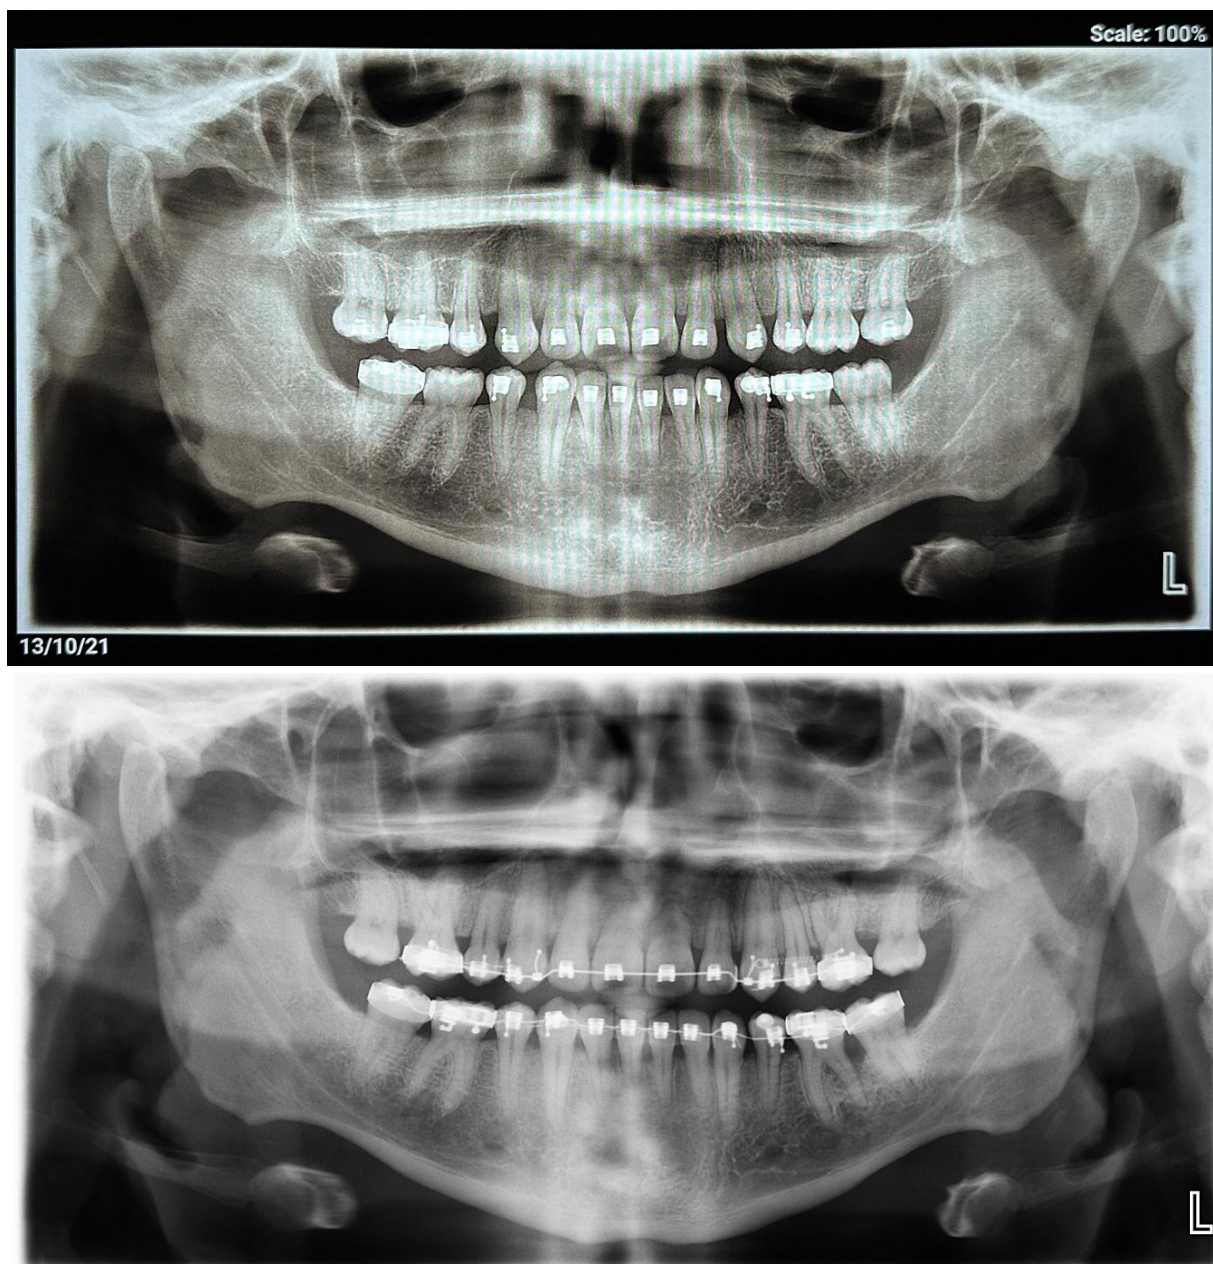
Radiografía panorámica inicial y final.
